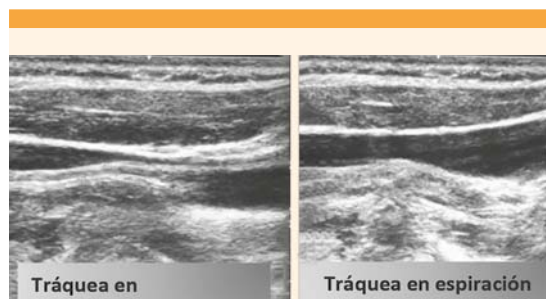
Ultrasonido que muestra el colapso de la tráquea durante la inspiración-espiración.
